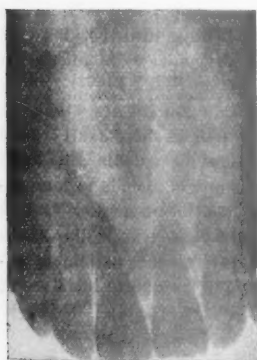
Syphilis tertiaire de l'os incisif. Radiographie sur pellicule intra-buccale.
